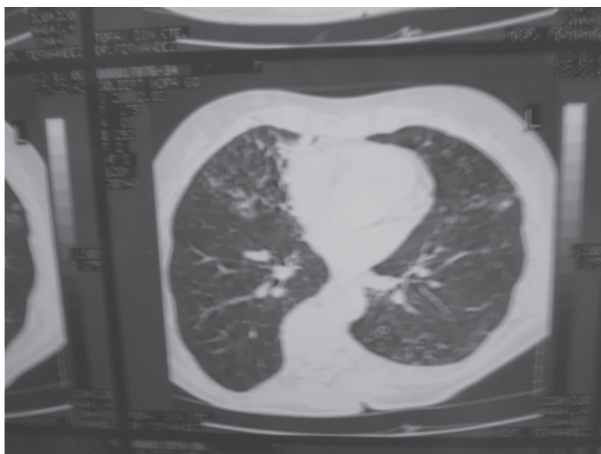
TAC de tórax: múltiples nódulos y bronquiectasias en lóbulo medio y llingula.
